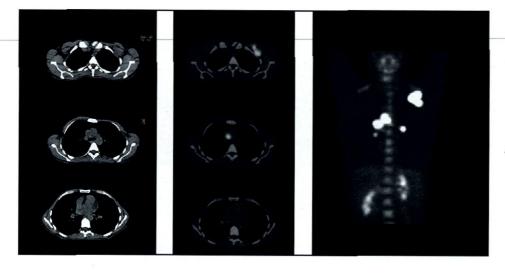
CT + PET (Biograph system)
